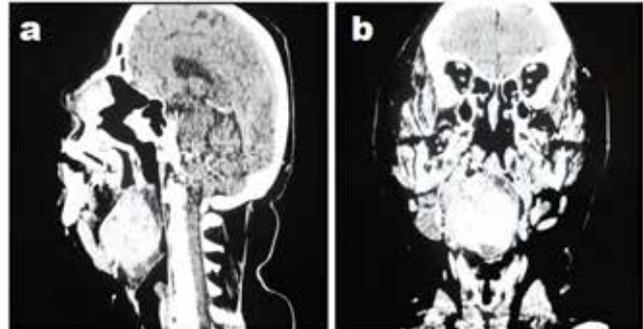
Компьютерная томограмма головы и шеи пациентки С., 50 лет
